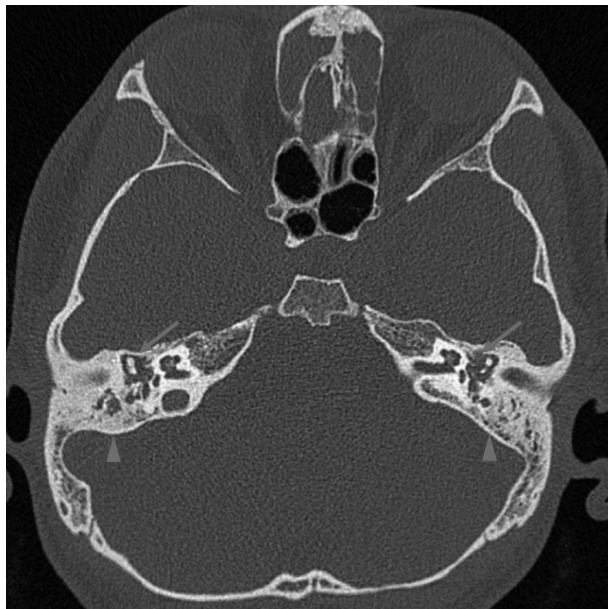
Temporal bone CT scan (axial view) shows sclerotic changes of the mastoid cavities (arrowheads), normal ossicular chains, and soft tissue filling middle ear cavities (arrows), suggesting bilateral chronic otitis media.
